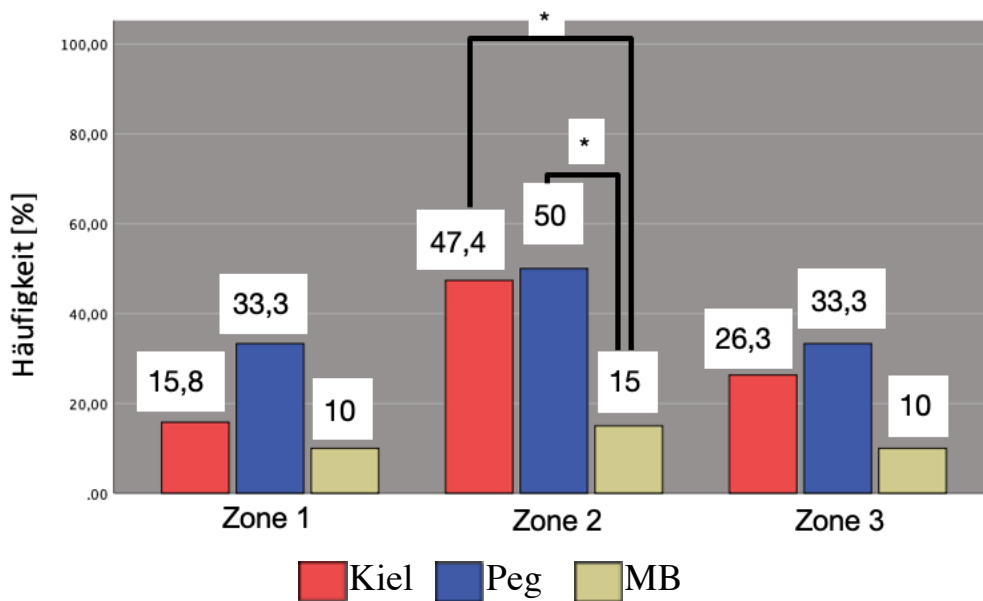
Häufigkeit der Osteolyse pro Zone im axialen Röntgenbild im Gruppenvergleich (* entspricht $p < 0,05$)
